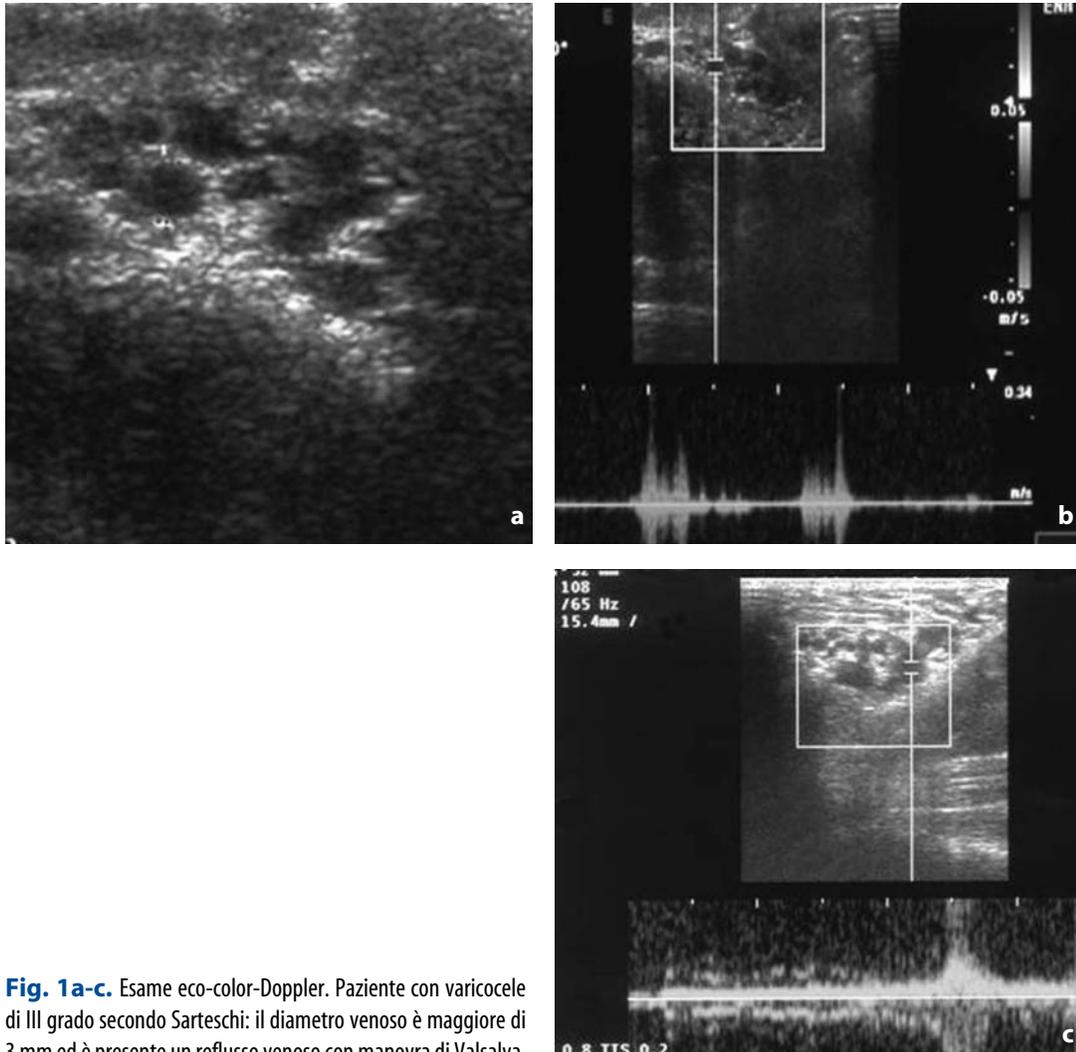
Esame eco-color-Doppler. Paziente con varicocele di III grado secondo Sarteschi: il diametro venoso è maggiore di 3 mm ed è presente un reflusso venoso con manovra di Valsalva
